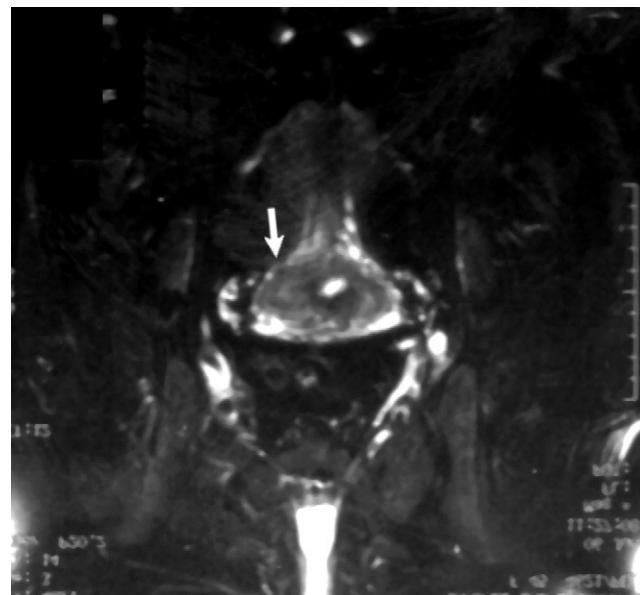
Resonancia magnética de control a los seis meses. La flecha marca la lesión cervical.
